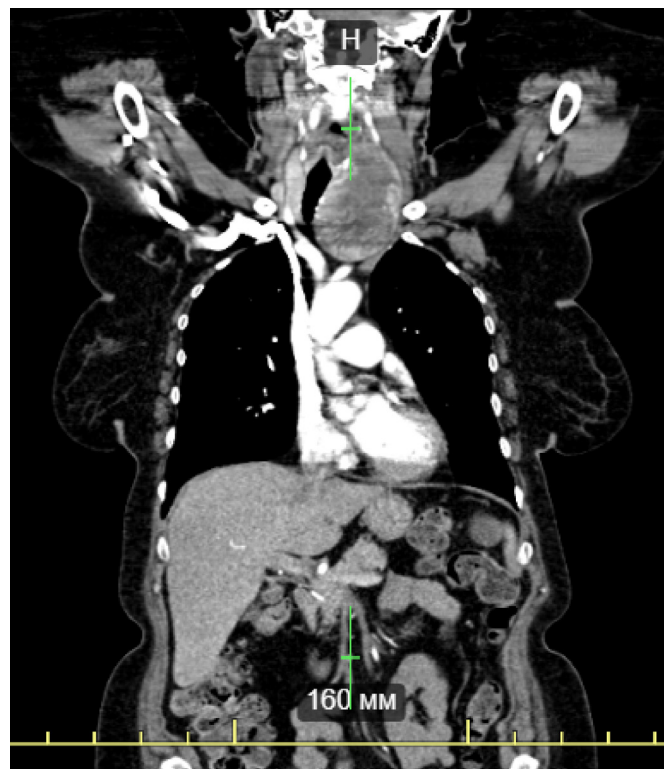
КТ от 23.09.22 г.: смещение и сдавление органов шеи увеличенной щитовидной железой
